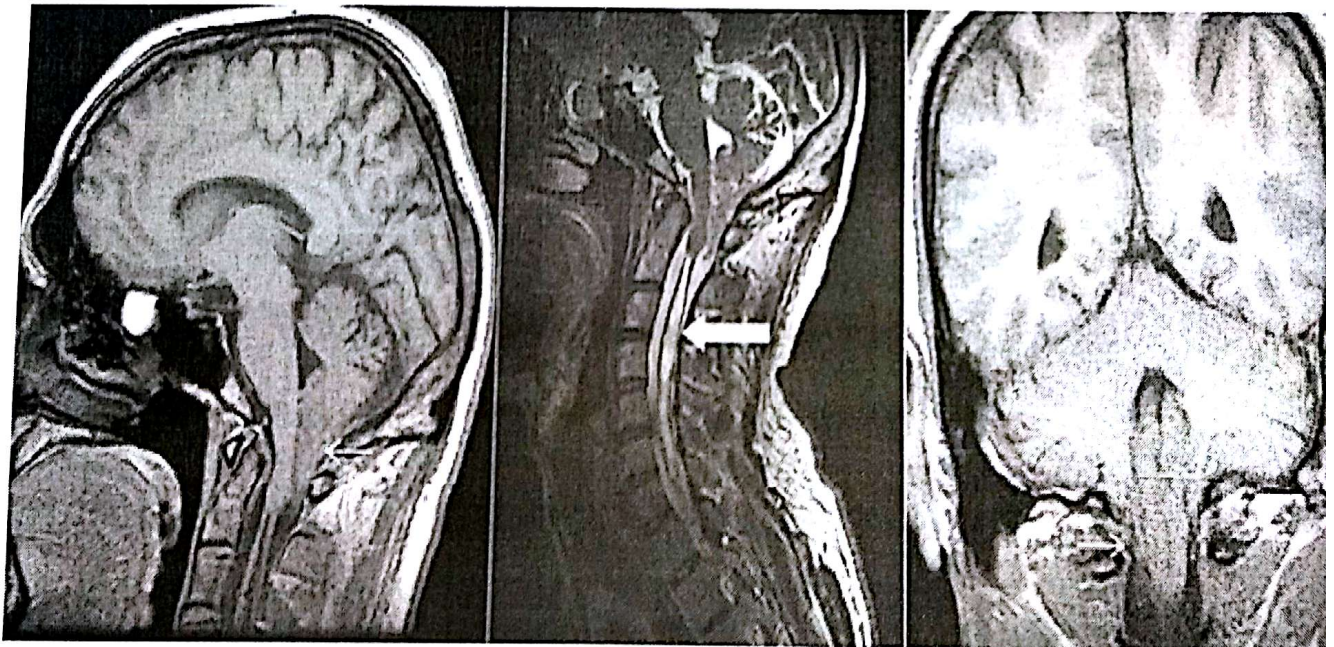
IRM de la charnière crânio-cervicale montrant une malformation d'Arnold Chiari I + syringomyélie
